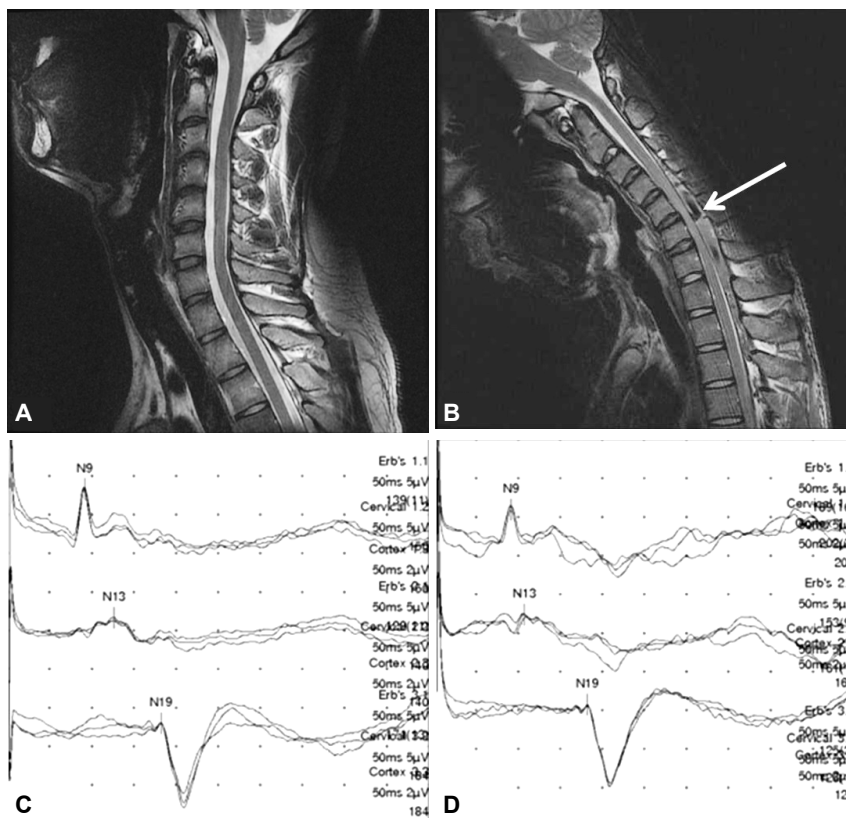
Cervical magnetic resonance imaging (MRI) and right median somatosensory evoked potentials (SEP) of the patient. The T2 weighted MRI with neck in neutral position was unremarkable while T2 weighted MRI with neck in flexion shows anterior displacement of the posterior dural sac (A, B). The reversible interpeak latency between N13 and N19 on supine (5.5 ms) (C) and flexed (7.45 ms) (D) somatosensory evoked potentials (SEP) in the symptomatic side also support the diagnosis of Hirayama disease. (Normal SEP interpeak latency < 6.59 ms).
